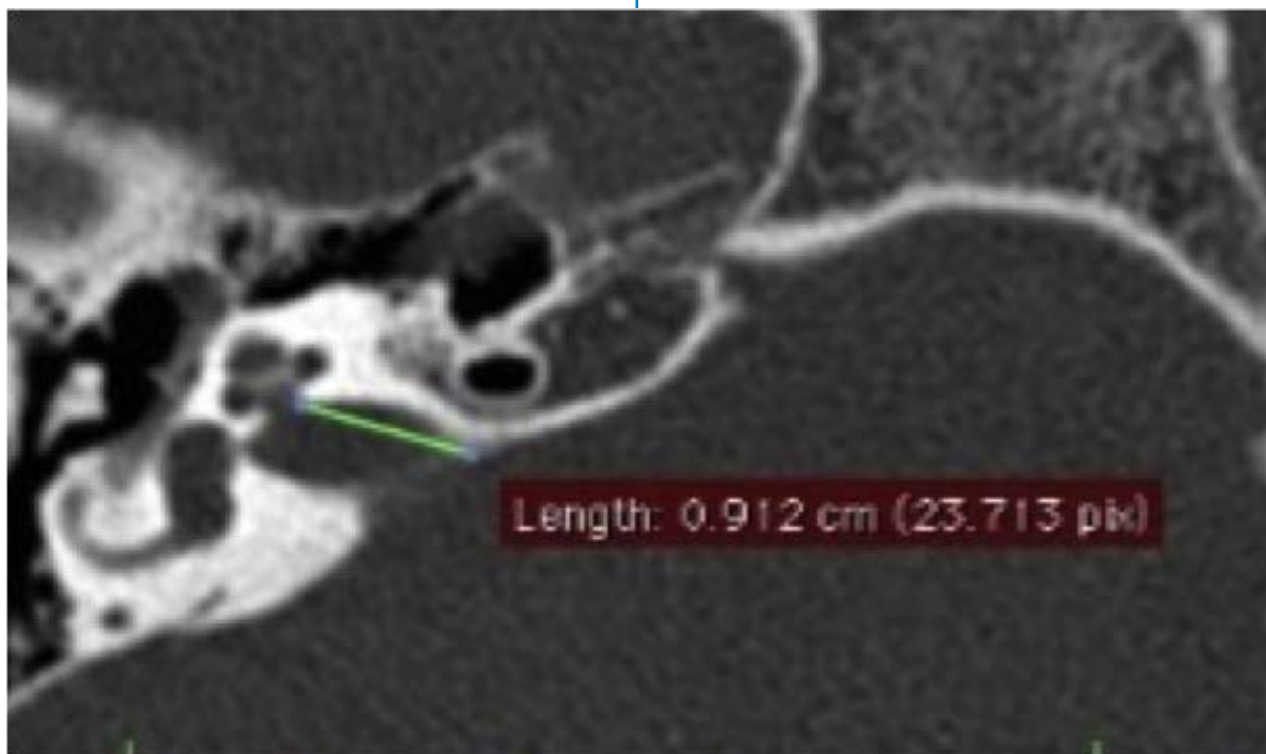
TC axial demonstrando medida de comprimento do MAI direito em imagem ampliada
